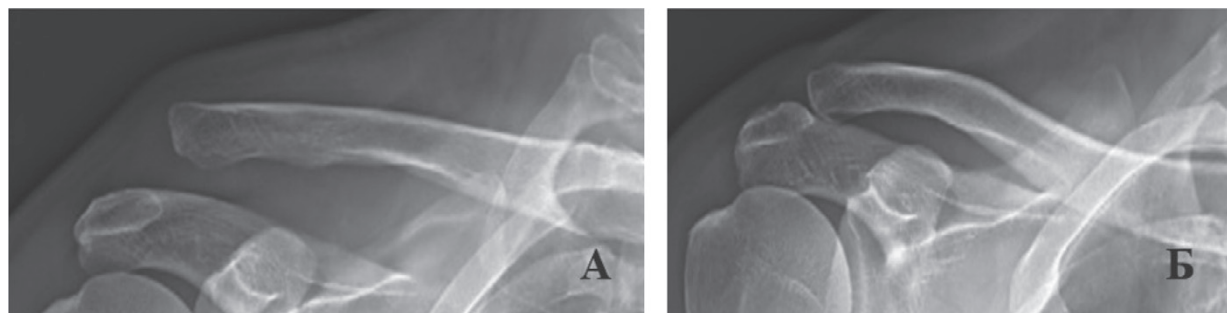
Рентгенограми, які виконані у вертикальному (А) та горизонтальному (Б) положенні пацієнта
